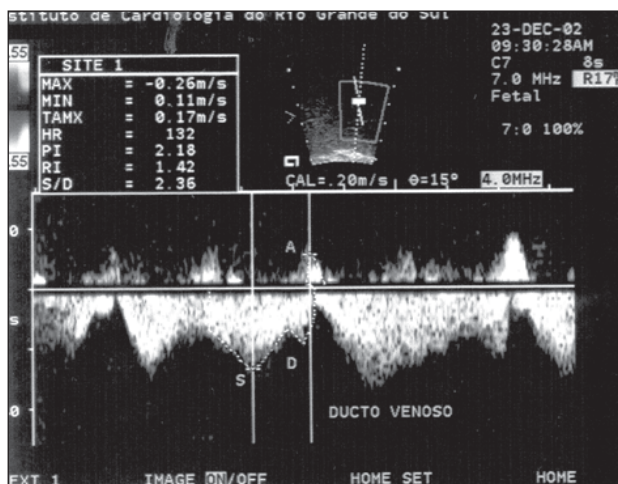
Painel superior: Doppler-ecocardiograma de feto normal, demonstrando curva do fluxo no ducto venoso e a obtenção do índice de pulsatilidade. Painel inferior: Doppler-ecocardiograma de feto de mãe diabética, apresentando fluxo reverso pré-sistólico do ducto venoso.
